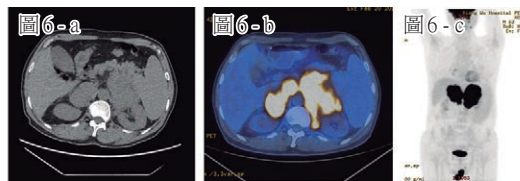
雙側腎上腺及雙側睪丸淋巴瘤。雙側腎上腺鑄型腫塊，形態欠規則，但仍見腎上腺大致輪廓，密度均勻，18F-FDG PET/CT示代謝顯著增高。18F-FDG PET/CT示同時顯示雙側睪丸代謝瀰漫性顯著增高。
